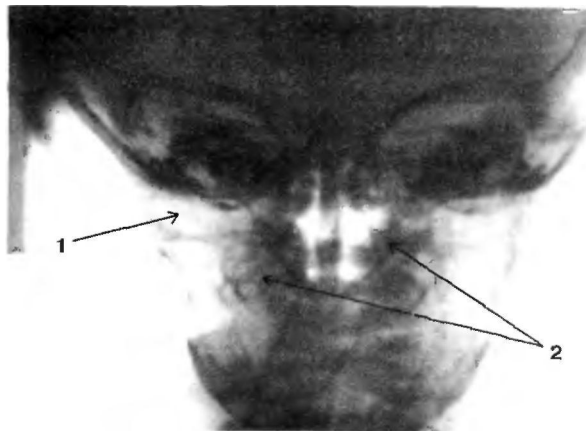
Рентгенограмма околоносовых пазух новорожденного.
